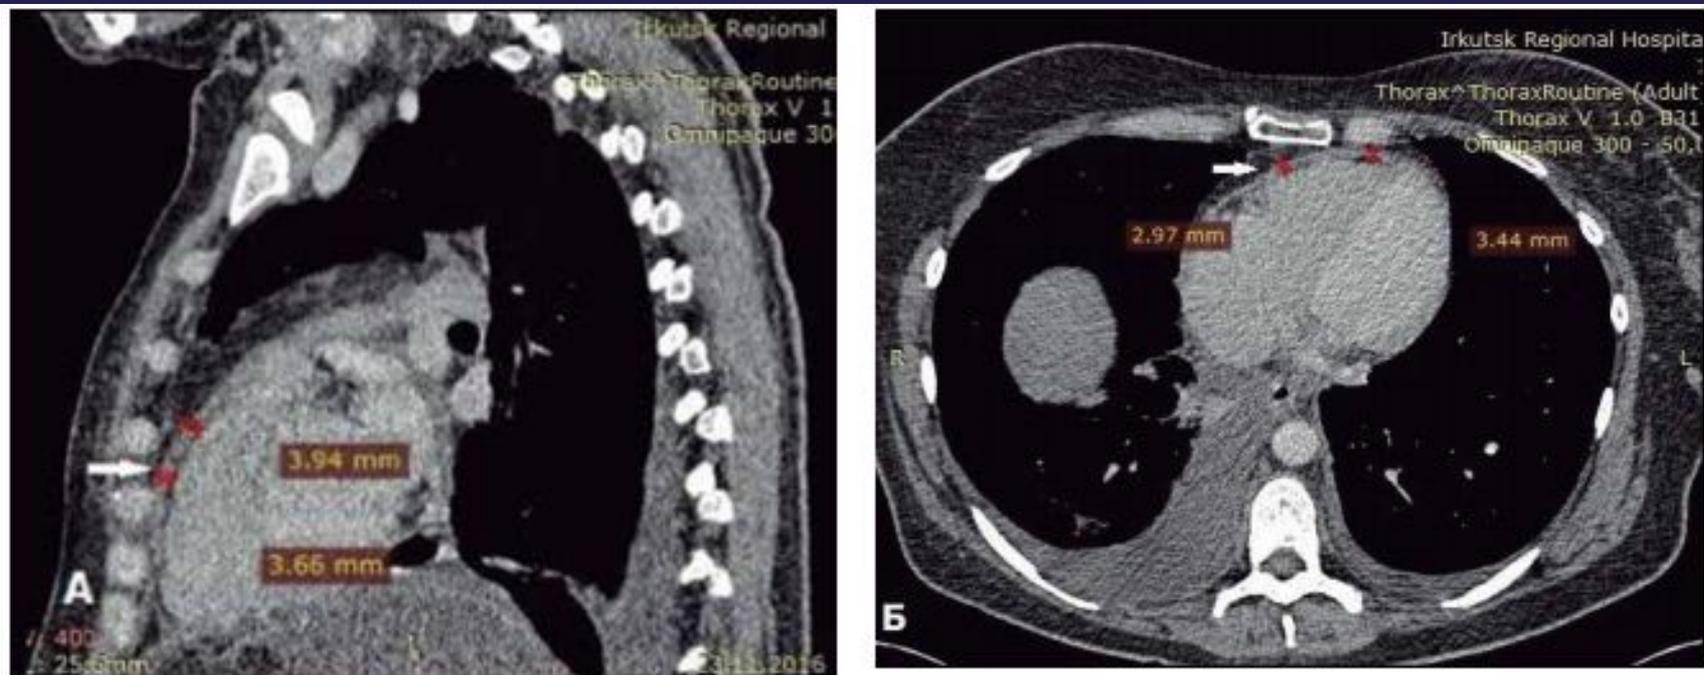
(А, Б). Мультиспиральная компьютерная томография грудной клетки с внутривенным контрастированием пациентки Я. А. А. Сагиттальная реконструкция справа от грудины, утолщен перикард по передней стенке правого желудочка до 4,0 мм (указано стрелкой); Б. Аксиальный срез на уровне правого предсердия, правого и левого желудочка. Утолщен перикард по передней стенке обоих желудочков до 3,5 мм (указано стрелкой).
